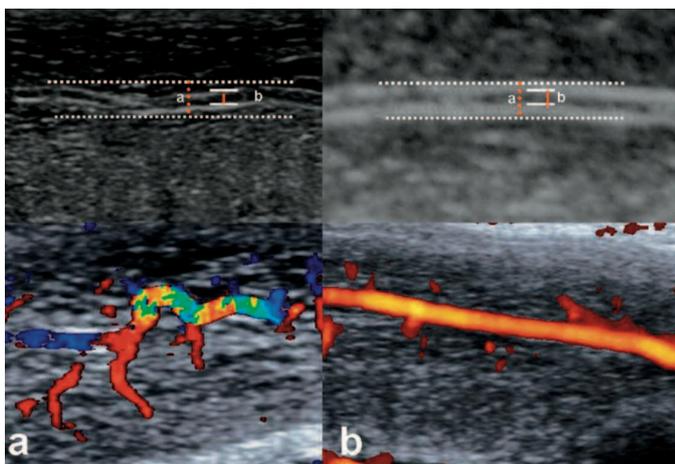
Misurazione dell’indice di ondulazione in un paziente con arteria cavernosa a decorso tortuoso (a) e rettilineo (b). In basso le corrispondenti immagini color/power Doppler.
